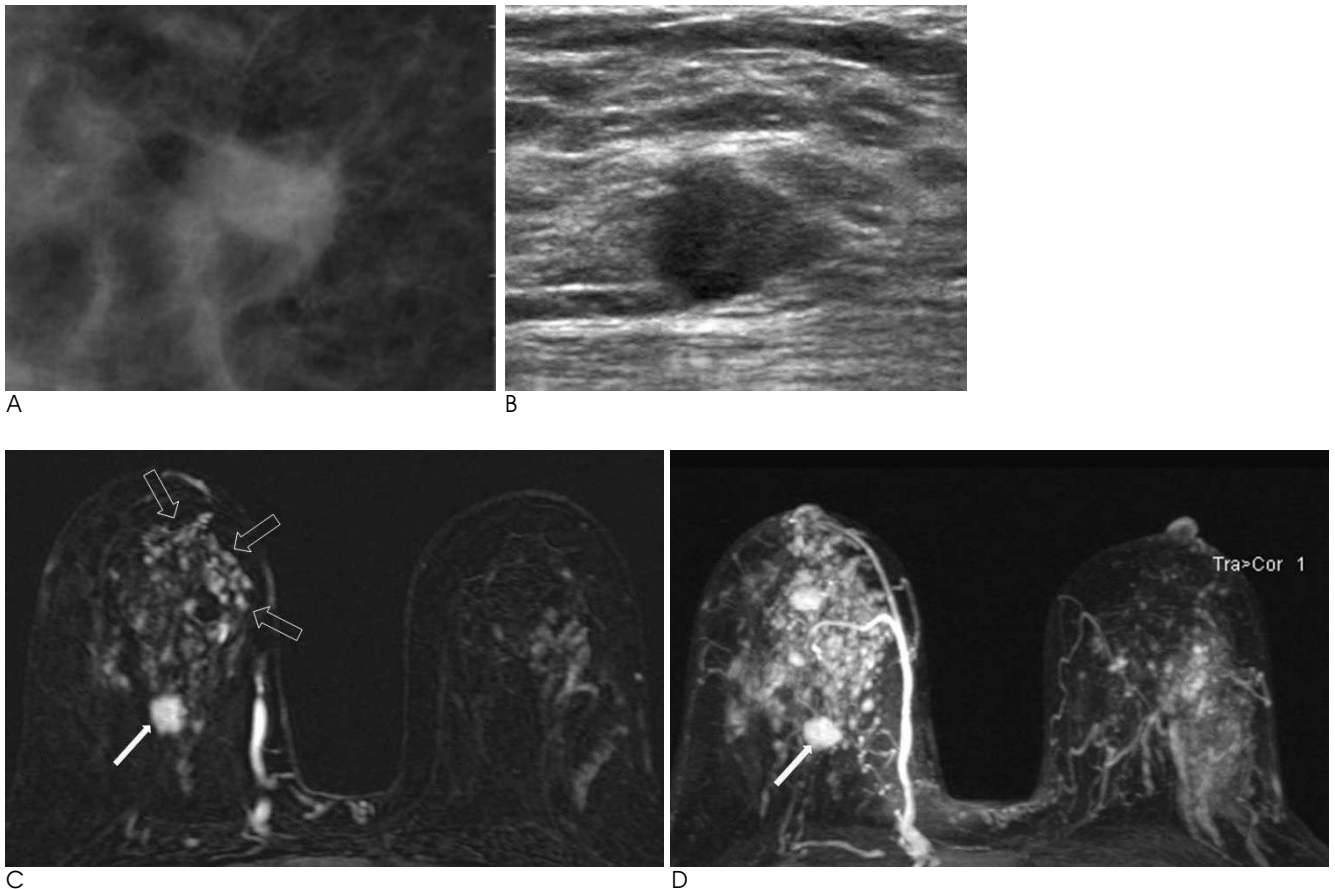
45-year-old woman with invasive ductal carcinoma and associated multicentric intermediate-grade solid and cribriform ductal carcinoma in situ (DCIS) that was underestimated on the mammography and ultrasonography (US).
